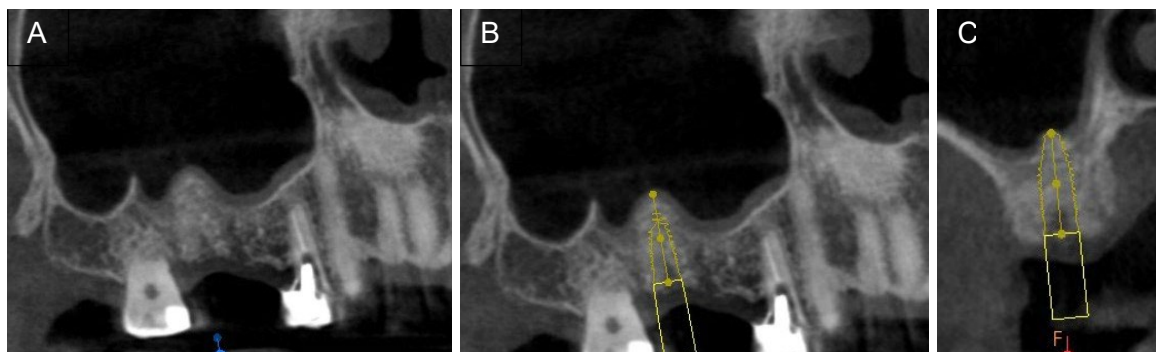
a) : Évaluation du site implantaire et b-c) : planification avec CBCT.
